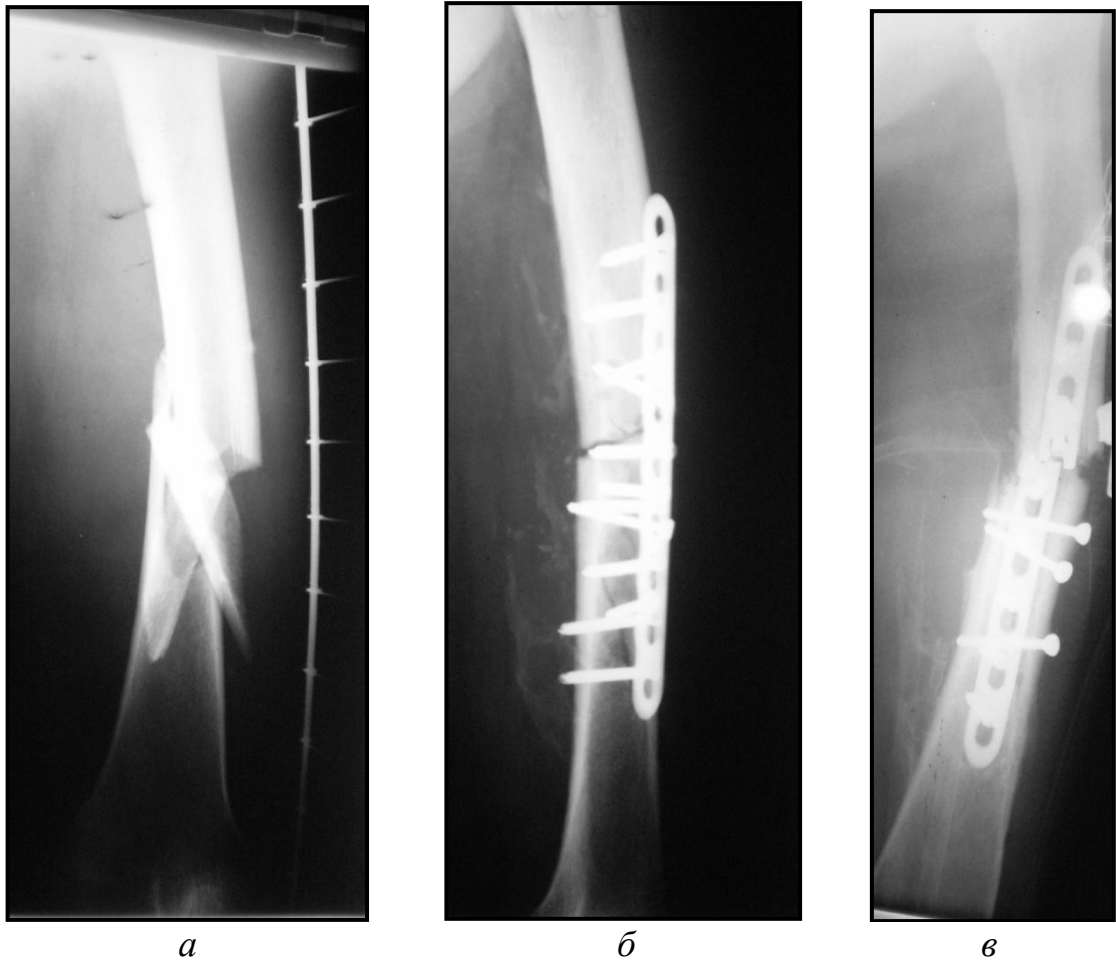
Рентгенограммы левой бедренной кости больного Б., 46 лет, и/б № 29 341153.
